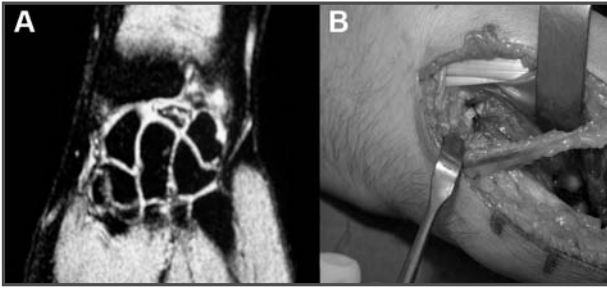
RM que muestra fragmentación semilunar. 1B. Inserción del implante vascular en el semilunar de la rama dorsal de la arteria interósea anterior.
